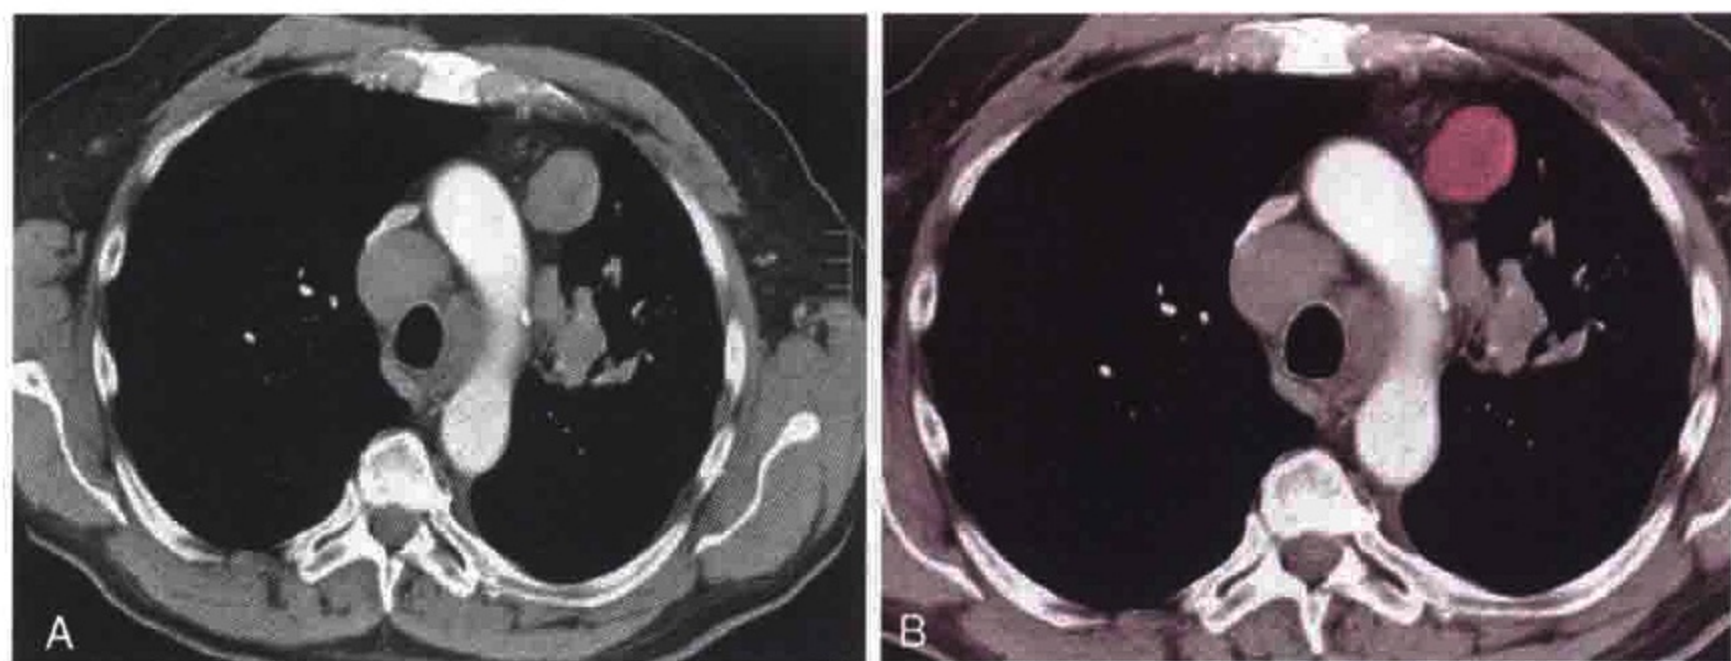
横轴位 CT 增强扫描显示肿大的左侧血管前间隙淋巴结，位于主动脉弓前方 (红色)
